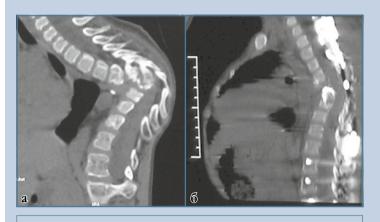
Рентгенограммы пациентки К., 4 лет, до и после операции
